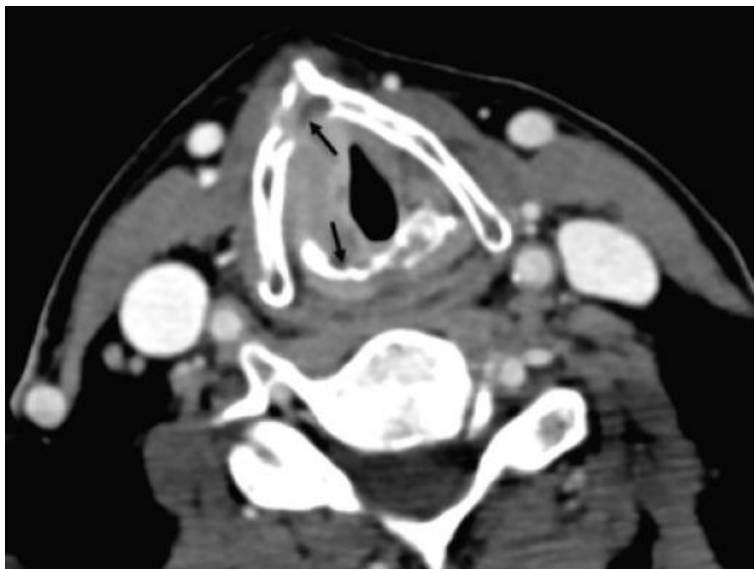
Thyroid cartilage destruction on computed tomography. A laryngeal soft tissue mass destroys both the right thyroid ala and the posterior right cricoid cartilage (*arrows*).
